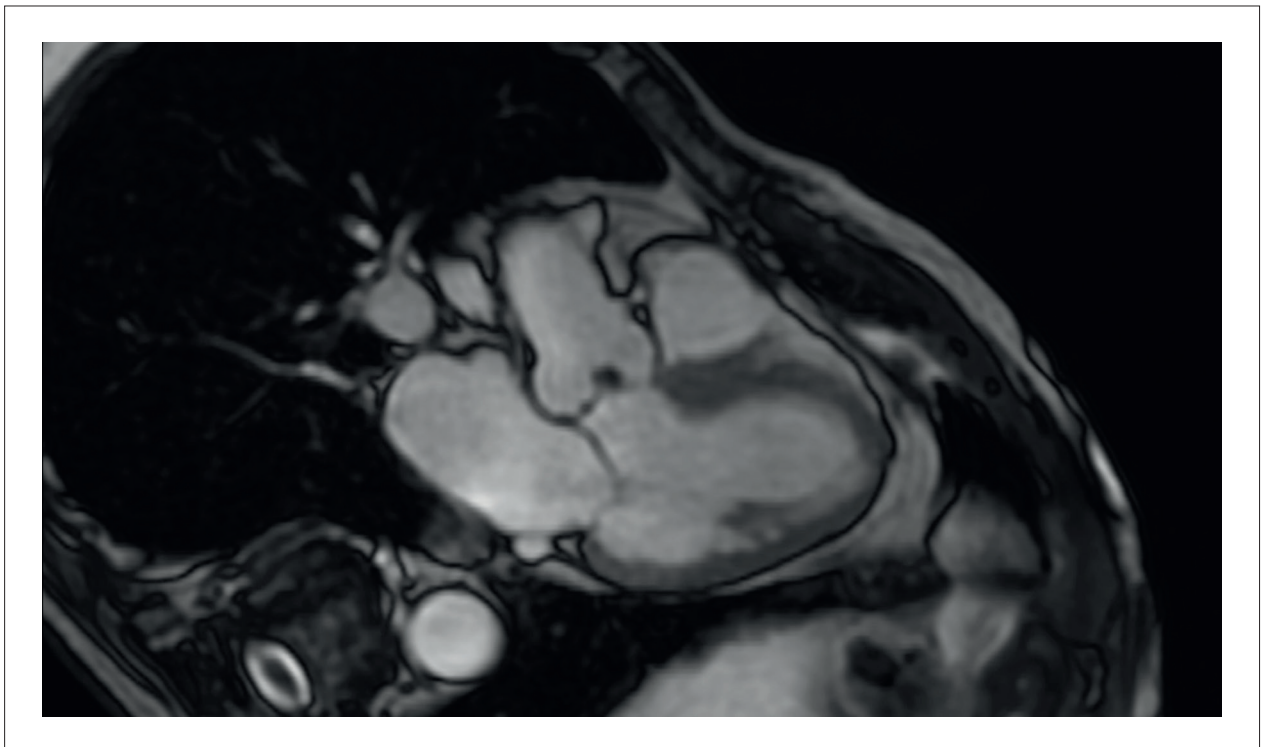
Ressonância magnética cardíaca em paciente com estenose aórtica severa. O realce tardio com gadolínio mostra padrão de fibrose subendocárdica focal. Essas alterações representam evidência de dano miocárdico estrutural irreversível (imagem gentilmente cedida pelo Dr. Luiz Augusto Quaglia).
